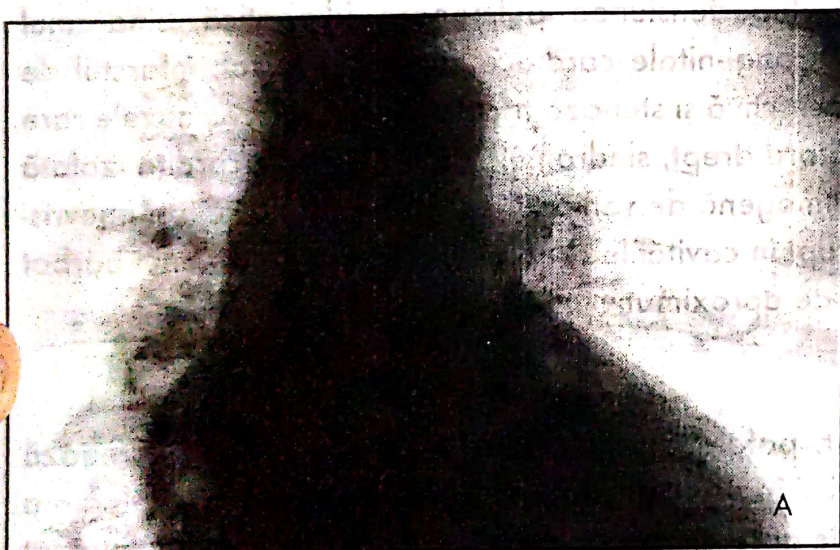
Radiografie toracică
